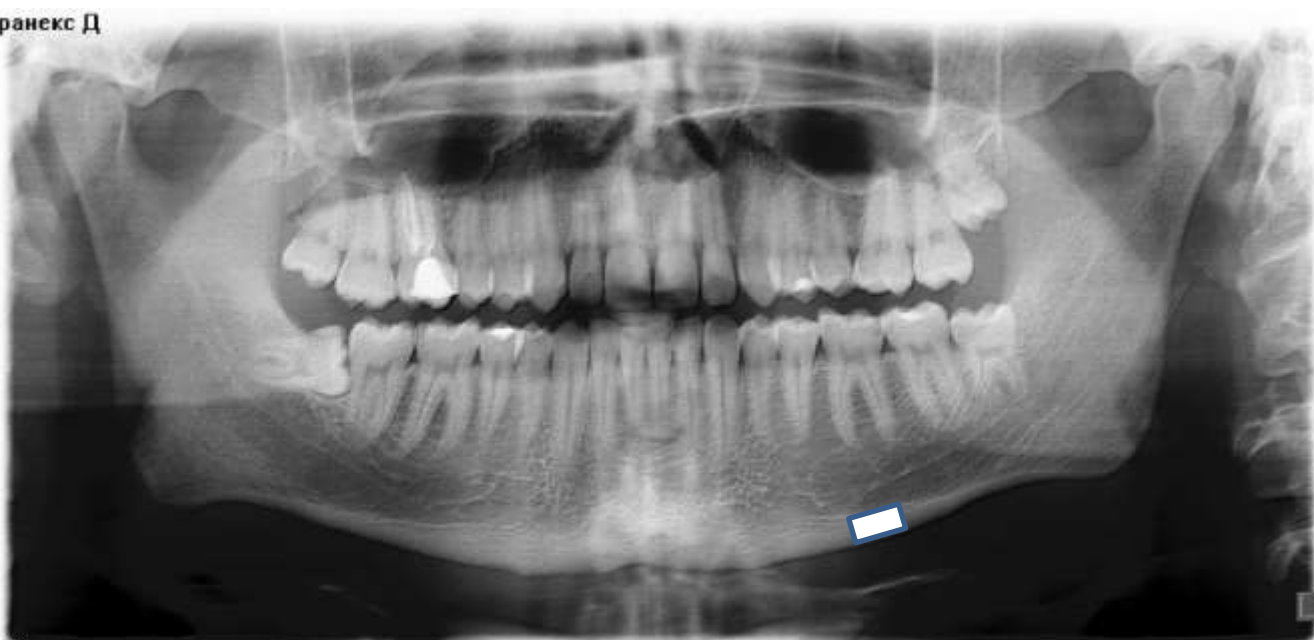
Ортопантомограма пацієнта П. у віці 20 років, амб. карта № 173271, підгрупа 4. Ретенція зуба 38 (вертикальне положення), ретенція зуба 48 (горизонтальне положення). Товста кортикальна пластинка (біла полоска) нижньої щелепи.
